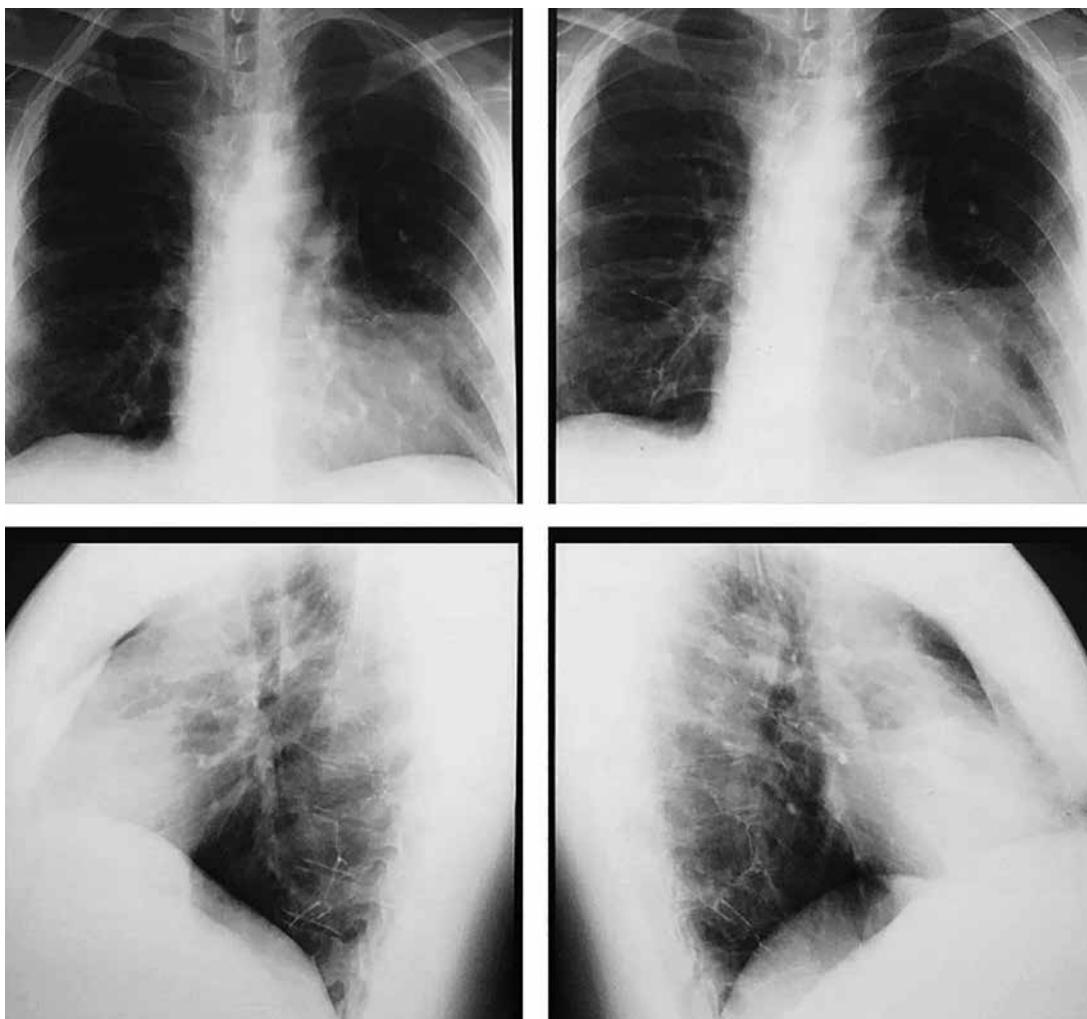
Рентгенограммы органов грудной клетки 2013 г. пациента С.: корни легких несколько расширены, усиление легочного рисунка и снижение прозрачности легочной ткани в нижней доле правого легкого
